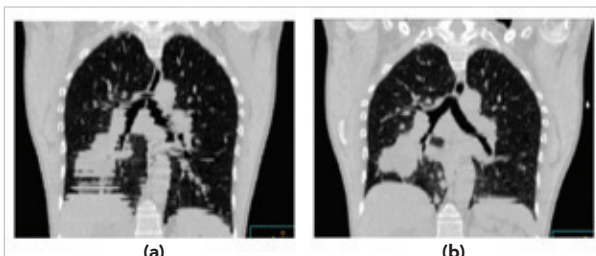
Artéfacts d'imagerie sur la région du diaphragme, causés par le mouvement. (a) TDM en respiration libre; (b) TDM acquis en phase d'expiration.
